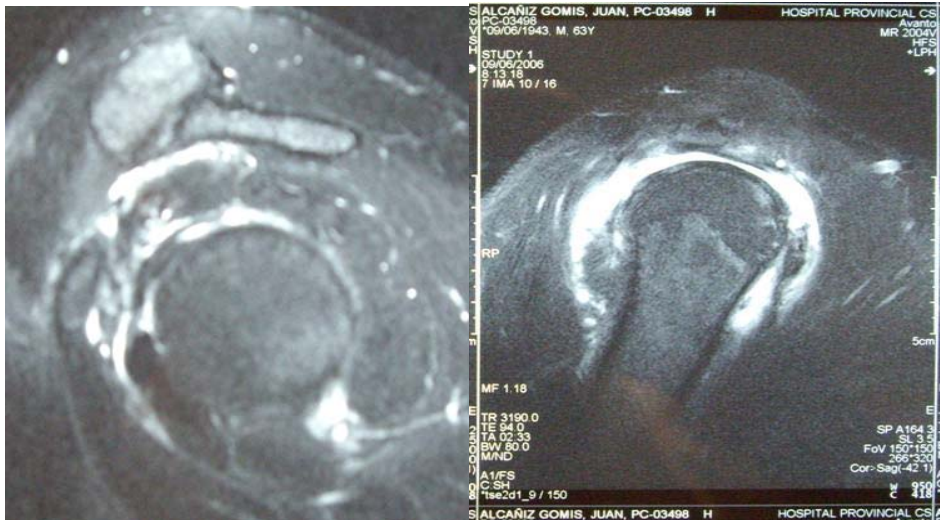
Imagen RM de Rotura completa del supraespinoso y de una gran rotura degenerativa del manguito.
